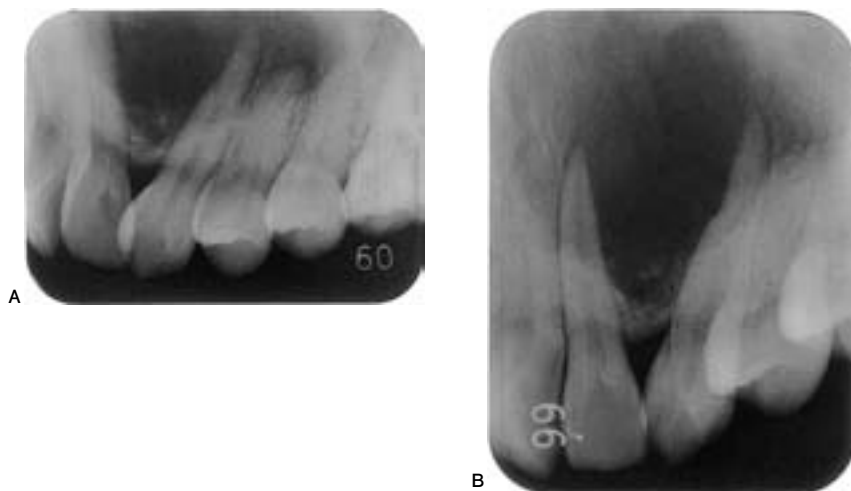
デンタルエックス線所見：嚢胞様X線透過像を認める。エックス線透過像は第一小白歯部まで達しており，周囲の歯の歯槽硬線はみられない。(図2A)境界明瞭X線透過像が第一小白歯歯根遠心側に及んでいた。(図2B)上顎前歯および左側小白歯は電気歯髄診断においてすべて陽性だった。
